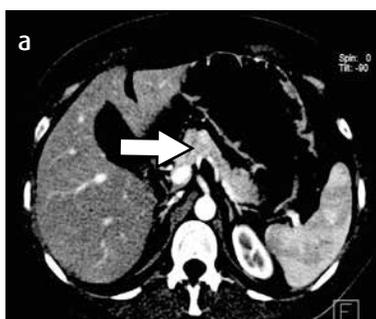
Error cometido durante la observación, categoría No manipular la imagen. a) Se observa un insulinoma (flecha) en el cuerpo del páncreas que solo se ve al manipular las ventanas. b) Corte de TC de abdomen en el que se ve un neumotórax derecho (flecha) que no fue diagnosticado porque, en el momento de la lectura, no se revisaron las imágenes en ventana para pulmón.
